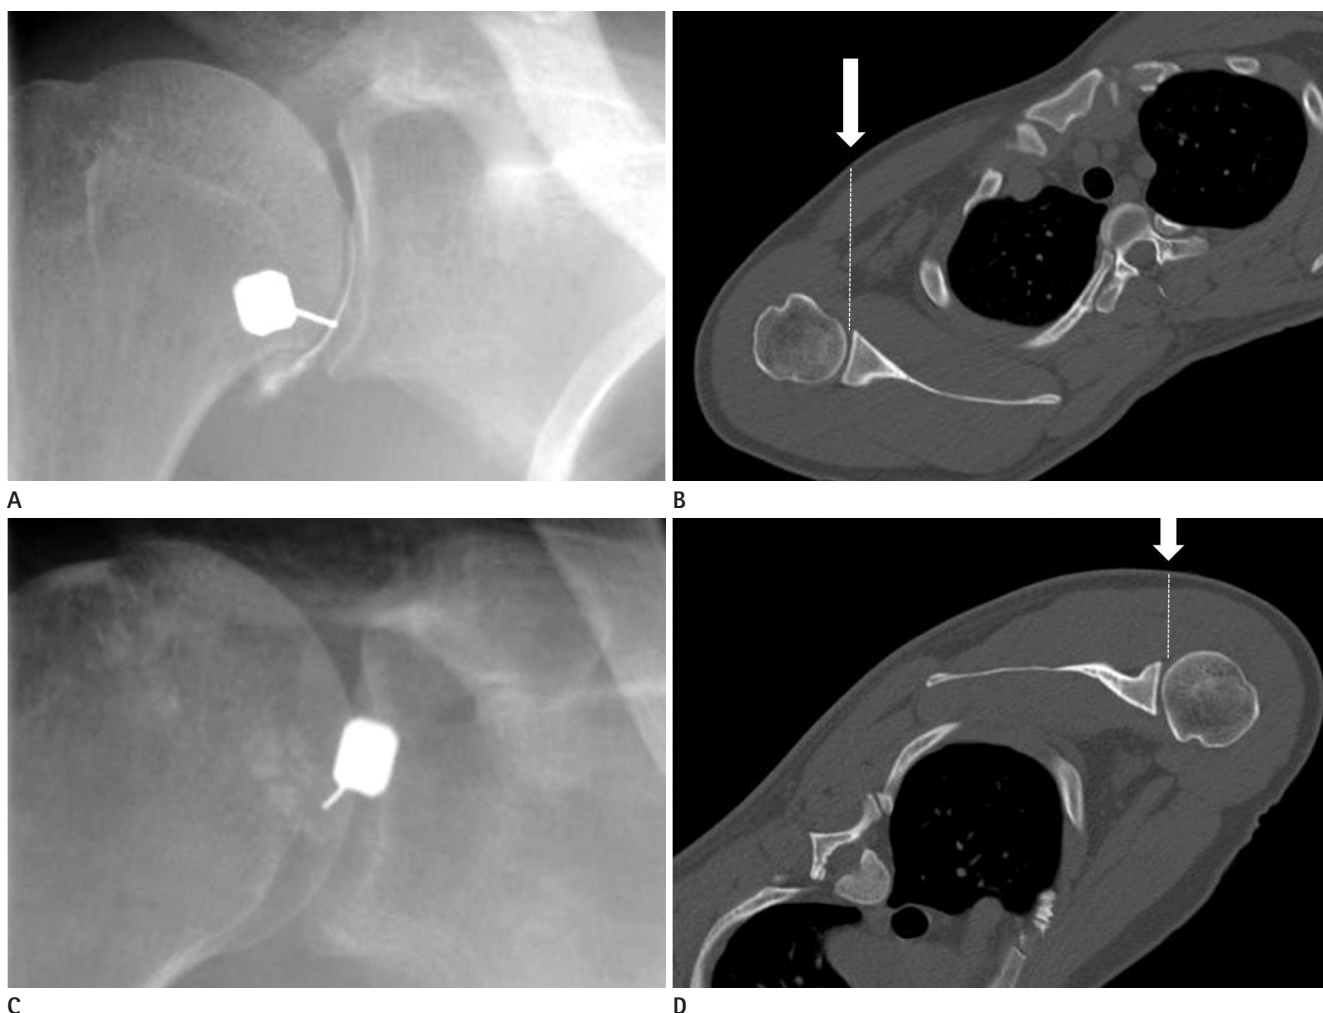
Position and puncture site of anterior and position approach in shoulder magnetic resonance arthrography. The puncture site of the anterior approach (A) is targeted on the inferior portion of the joint space and the punctural tract (arrow and broken line) on CT (B) is penetrated through pectoralis major and minor and subscapularis muscles. The puncture site of the posterior approach (C) is targeted on the posteromedial portion of the humeral head just lateral to joint space and the punctural tract (arrow and broken line) on CT (D) is through deltoid and infraspinatus muscles.
